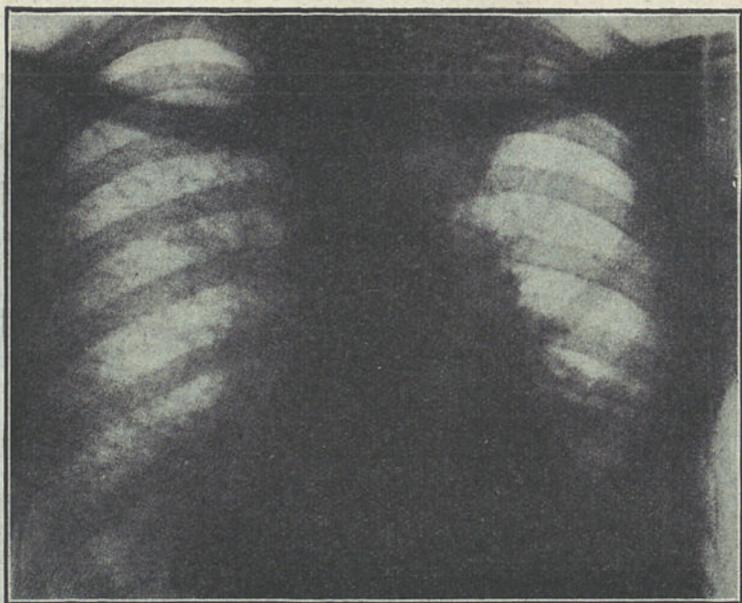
Radiografia tirada quarenta e oito horas depois do edema pulmonar agudo
